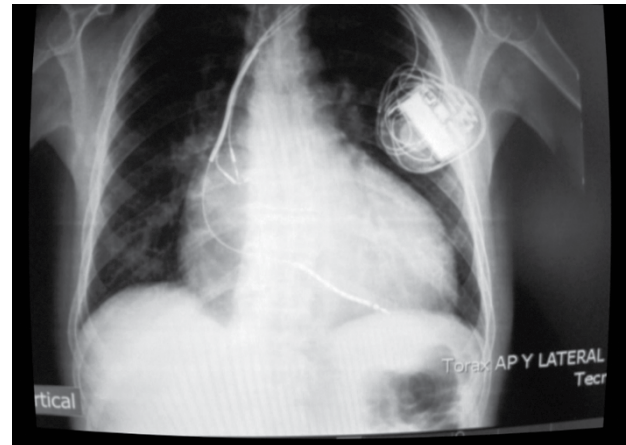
Radiografía de tórax. Proyección PA donde se observa el electrodo del seno coronario alojado en las cavidades derechas y el cable enrollado alrededor del generador de impulsos
